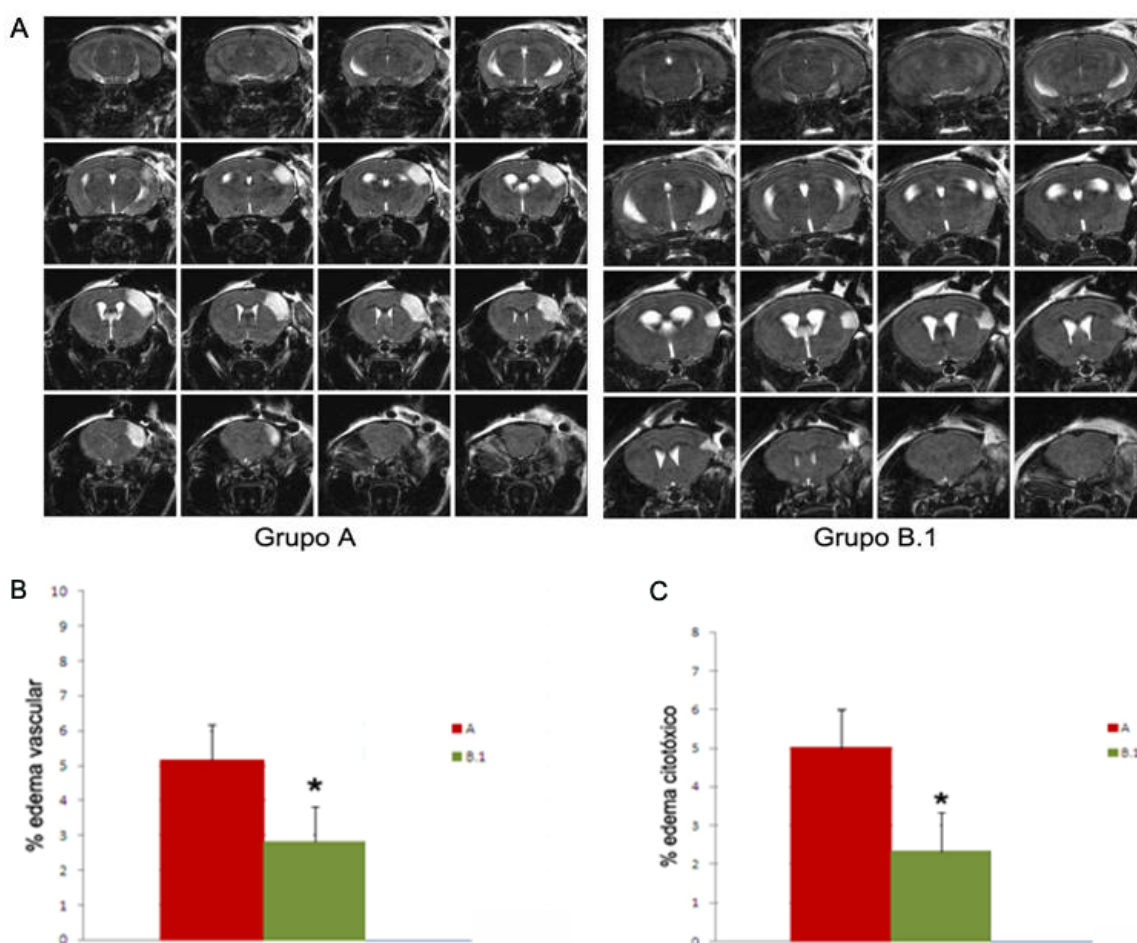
A. Imágenes de resonancia magnética (TW2) muestran las distintas áreas de infarto (de color blanco) entre los grupos isquémico e isquémico tratado con LA-419 a los 15 minutos (B.1) pasadas 24 horas desde la pMCAO. B. El porcentaje de edema vascular es significativamente menor en el grupo B.1 frente al grupo isquémico (A). C. De igual manera ocurrió con el edema citotóxico, el grupo B.1 redujo su volumen de infarto significativamente frente al grupo A. Los resultados son expresados en porcentaje del volumen de infarto frente al volumen del cerebro como medias con la desviación estándar. (* $p < 0.05$).
